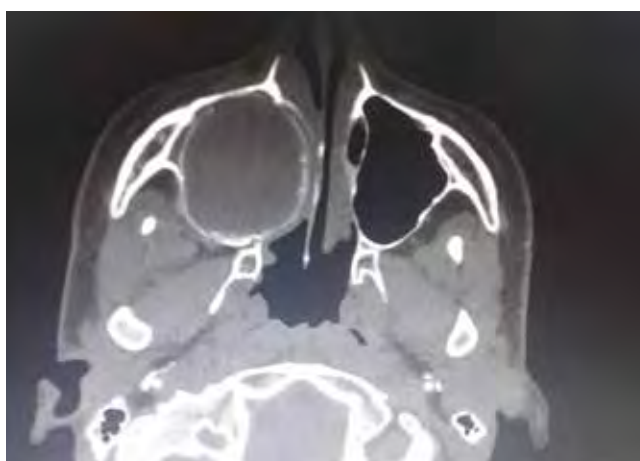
Tomografía axial computada. Se puede observar una entidad patológica ocupando el seno maxilar derecho con desplazamiento de la fosa nasal de ese mismo lado.
